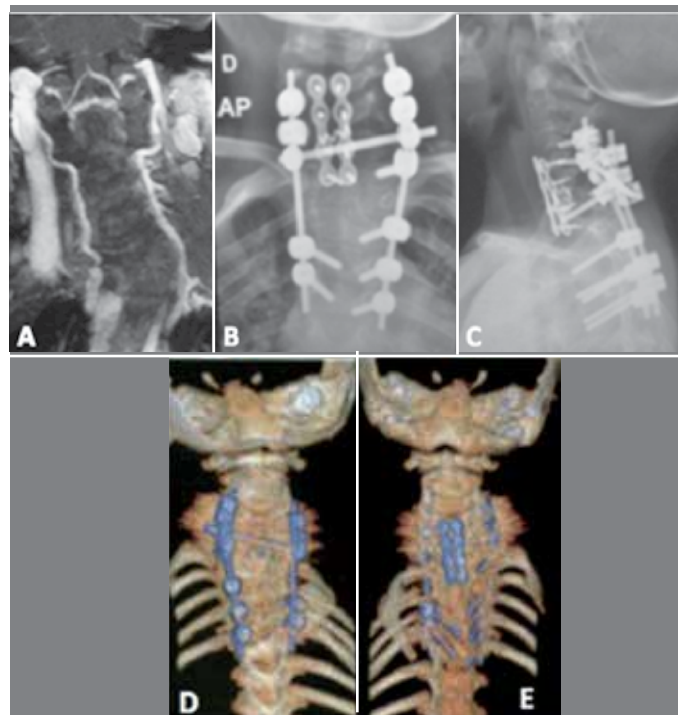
Utilização de Placa CMF e parafusos de massa lateral após ressecção de hemivértebra cervical. Imagem (A) RNM pré-operatória; (B) RX em AP pós-operatória; (C) RX em perfil pós-operatória; (D) TC pós-operatória; (E) TC pós-operatória.
